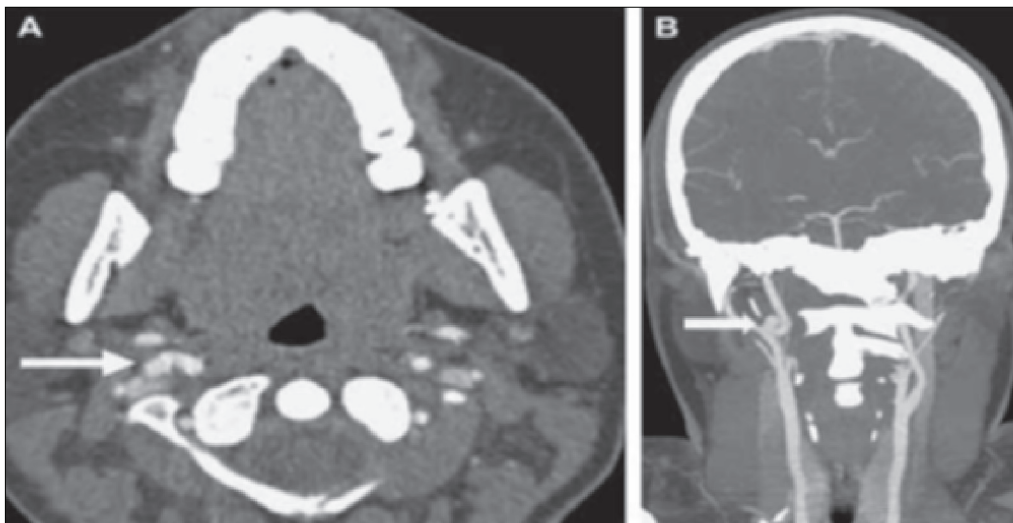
TC de cuello con contraste axial y reconstrucción coronal: Accidente vehicular en paciente de 18 años. La TC axial muestra una saliente de perfil lateral de 3 mm de la arteria carótida interna, la cual se visualiza claramente en la reconstrucción coronal (Modificado de Radiol Clin N Am 50 2012 : 59-72).
